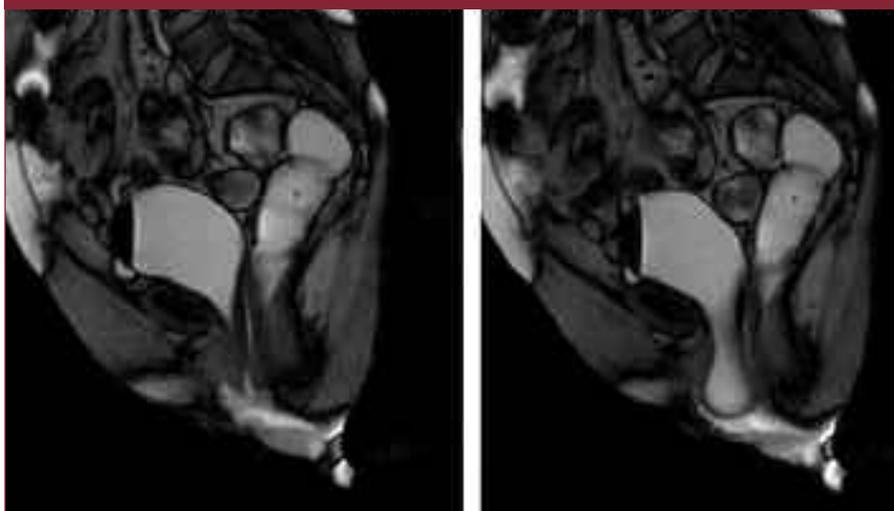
RM sagittale dinamica: cistocele di III grado
